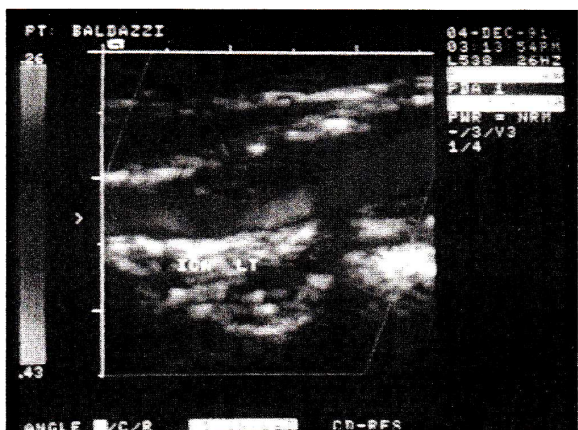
Esame ECO-DOPPLER: placca fibrolipidica all'origine della carotide interna.
